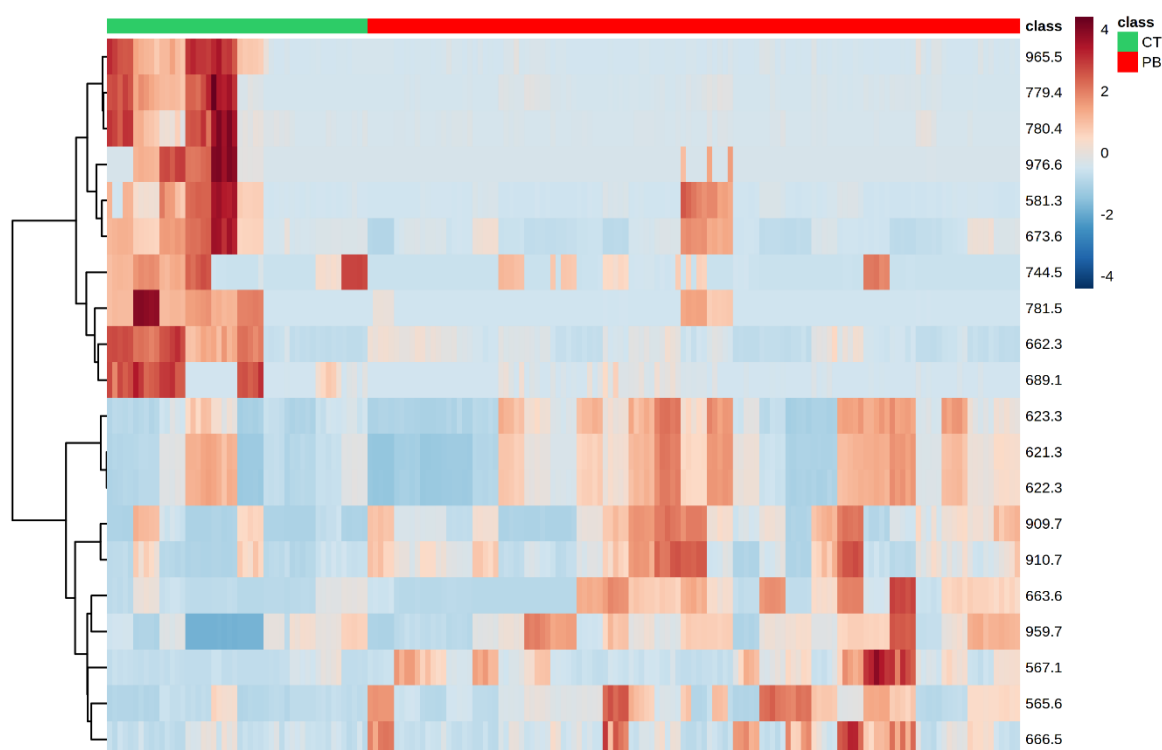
Heatmap presenting the frequency of each marker, including isotopes, according to groups' samples. In general, PB markers are more concentrated in PB samples, and the same is also observed for CT markers.
